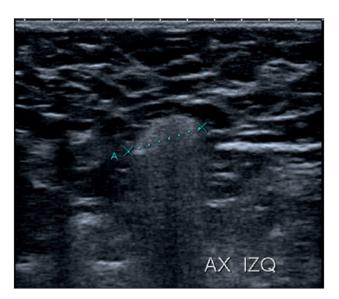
Ecografía en la región axilar. Ganglio axilar izquierdo ecogénico con pérdida de la relación córtico-hiliar y signo de "tormenta de nieve" posterior, producto de la infiltración por migración de la silicona.
